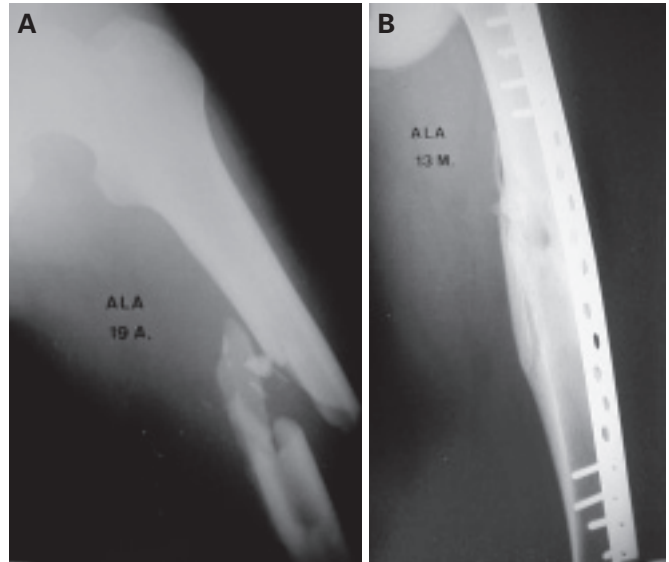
Fratura diafisária do fêmur tipo B tratada com placa em ponte. A) Radiografia inicial. B) Radiografia após 13 meses da cirurgia.
